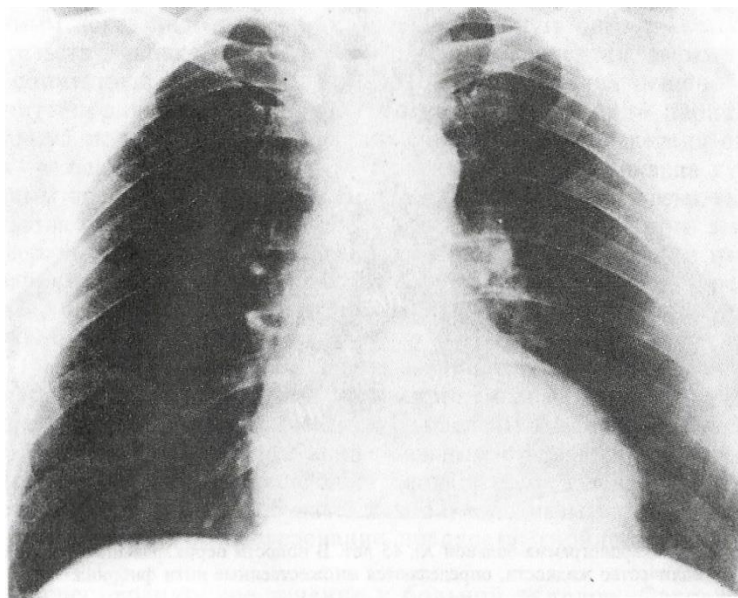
Обзорная рентгенограмма грудной клетки больной Х., 45 лет. Тень сердца увеличена в размерах, дуги сглажены.
